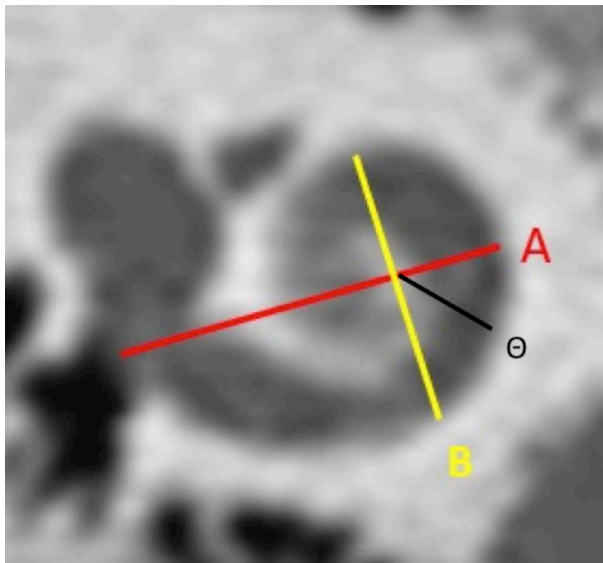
TDM de la cochlée en coupe coronale: (A) diamètre du tour basal de la cochlée correspondant à la distance entre le centre de la fenêtre ronde et la paroi opposée de la cochlée en passant par le centre de la cochlée. (B): La ligne perpendiculaire à la ligne A passant par le centre de la cochlée. (Θ): l'angle d'insertion désiré.
